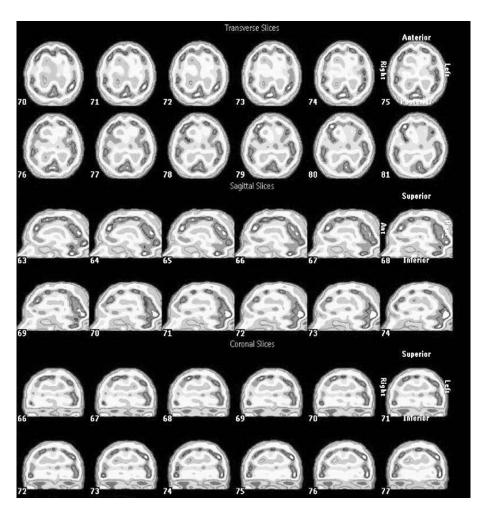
Однофотонная эмиссионная компьютерная томография головного мозга пациента 3. после эндоваскулярного вмешательства. Определяется улучшение перфузии правого полушария
